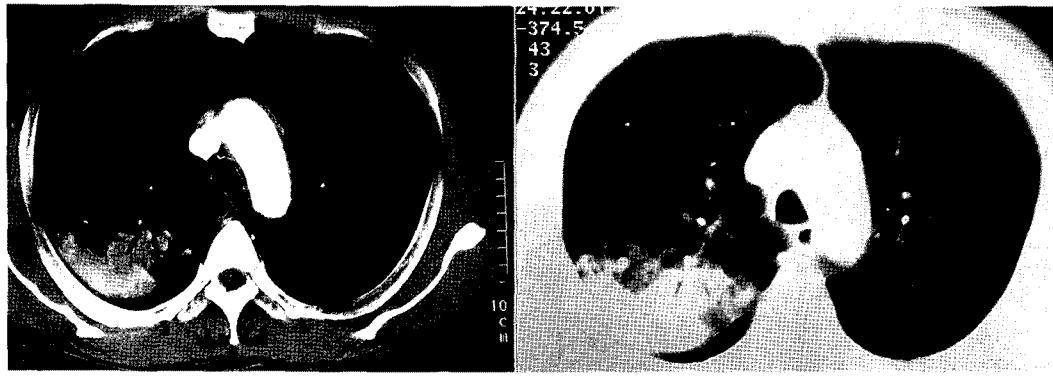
Chest CT shows emphysematous changes in the left lung and a mildly narrowed bronchus of the right upper lobe. A : Mediastinal setting. B : Lung setting.
